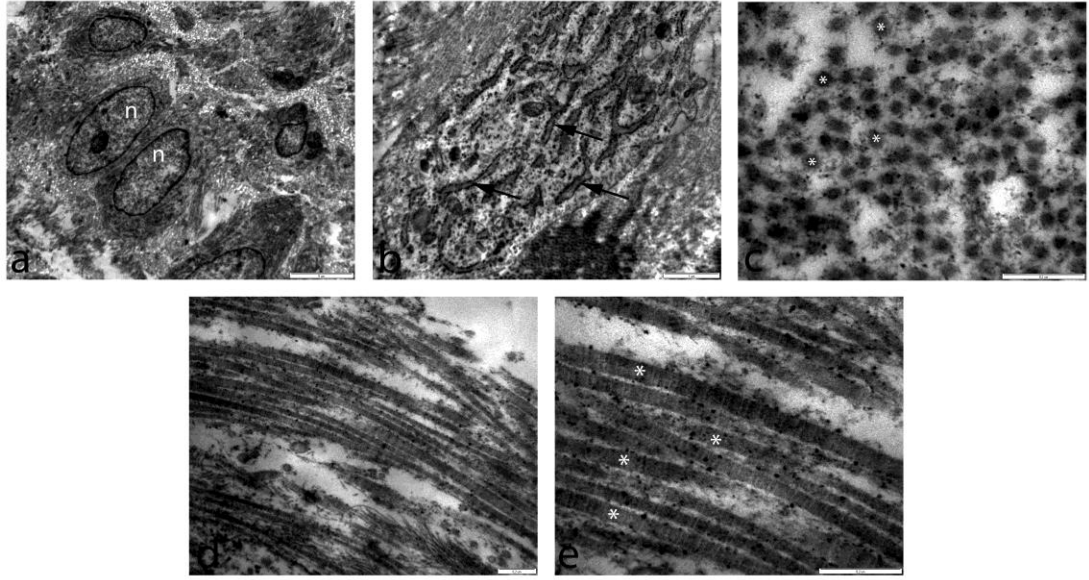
2 haftalık ultrason grubuna ait TEM görüntüleri a) 10000 büyütmede transvers kesit görüntüsü n= nükleus, b)12930 büyütmede kollajen liflerin transvers kesit görüntüsü, ← = golgi endoplazmik retikulum (GER), c) 77500 büyütmede transvers kesit görüntüsü, \* = kollajen lif d) 3597 büyütmede kollajen liflerin longitudinal kesit görüntüsü, e) 77500 büyütmede kollajen liflerin longitudinal kesit görüntüsü, \* = kollajen lif
